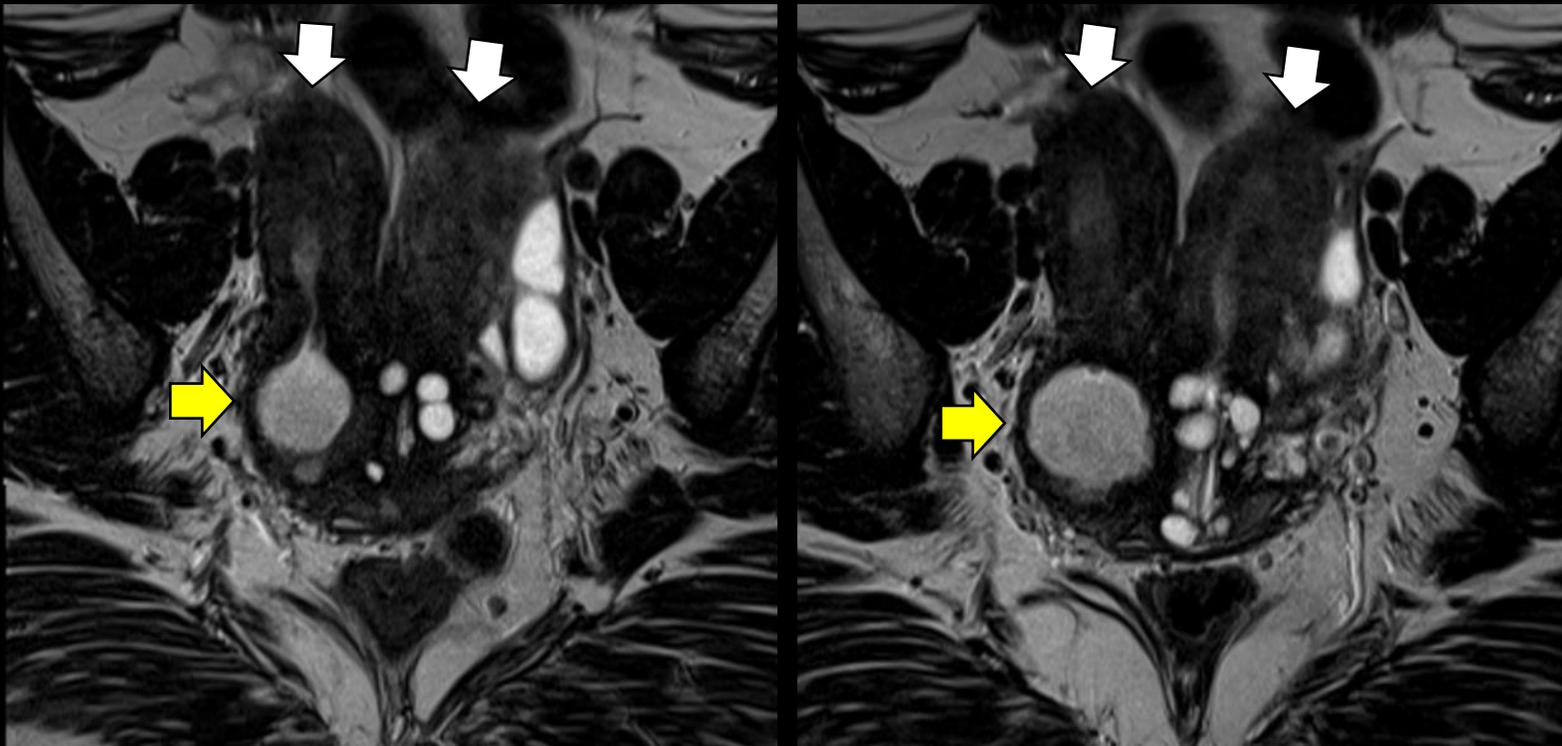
RM de pelvis coronal T2 de alta resolución donde se observa útero didelfo (flechas blancas), picocolpos derecho (flecha amarilla).
